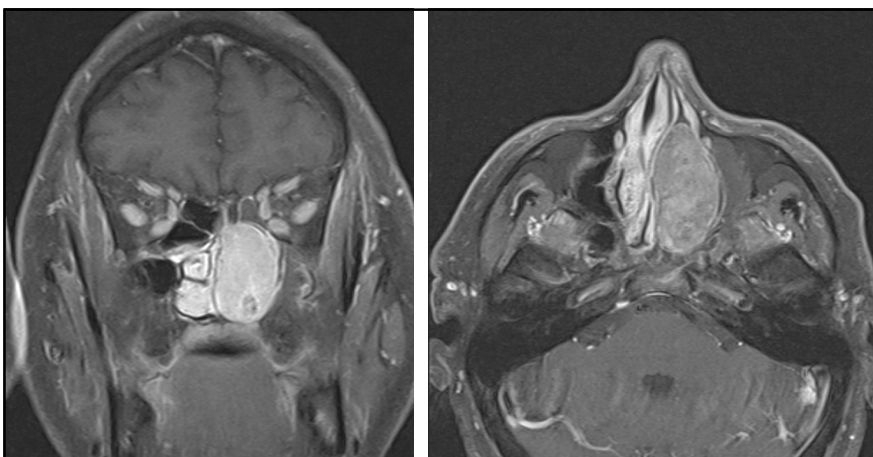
Resonancia nuclear magnética en T1 de paciente 3. Se observa gran masa que ocupa fosa nasal izquierda y capta gadolínico, que desplaza la pared medial del seno maxilar y obstruye su salida.
